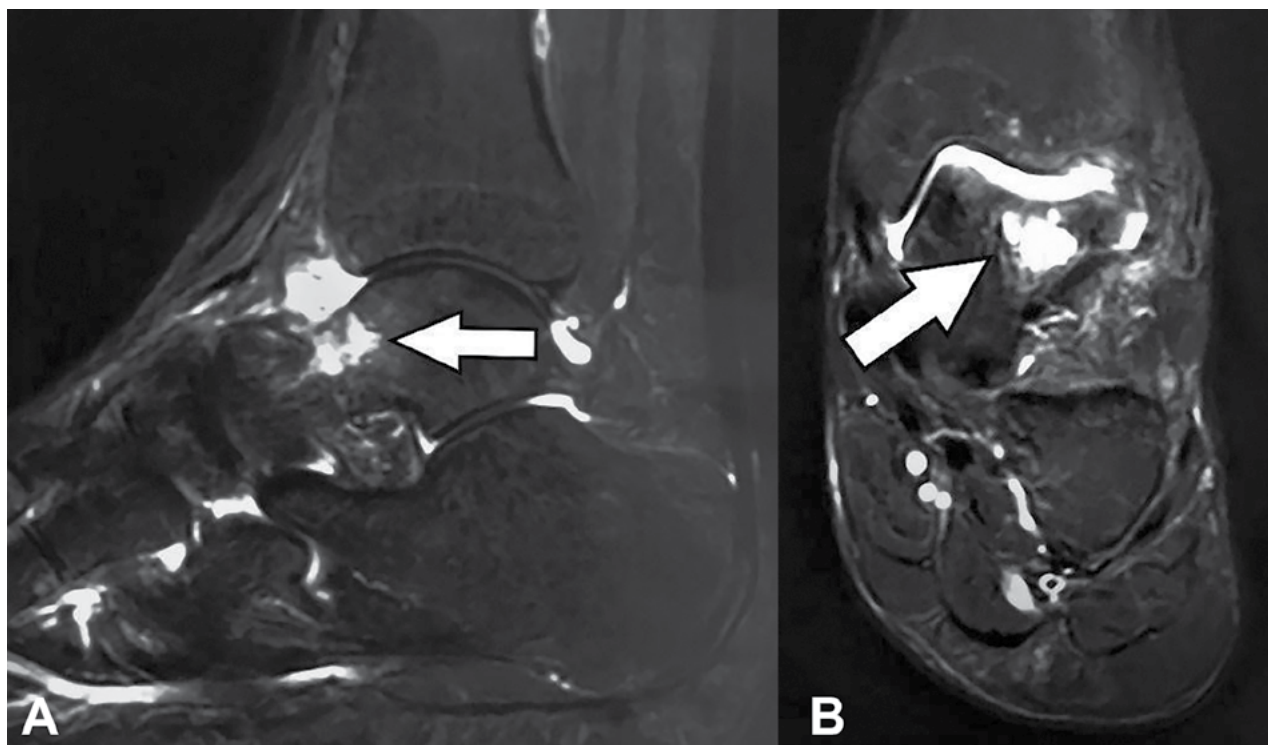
Imagen por resonancia en T2. Flecha: lesión tumoral con abundante edema óseo. A) Corte sagital. B) Corte axial.
